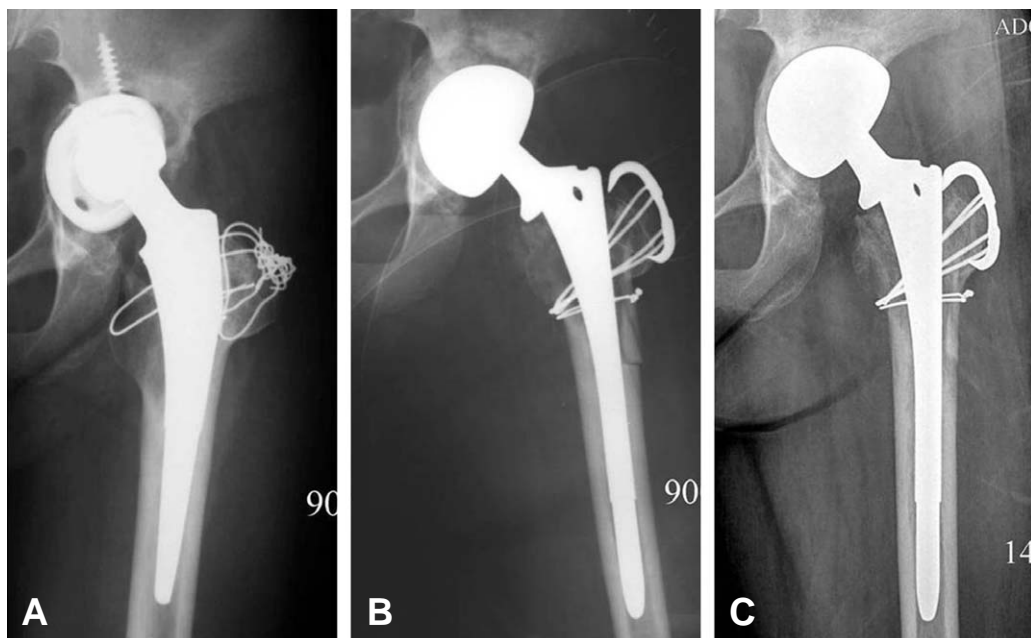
(A) Preoperative radiograph showed severe acetabular osteolysis and cup loosening with polyethylene wear. (B) Revision surgery was performed using bipolar cup with allogeneous morselized bone graft. (C) Postoperative radiograph at 5 years showed incorporation of grafted bone and stable fixation of femoral stem.
